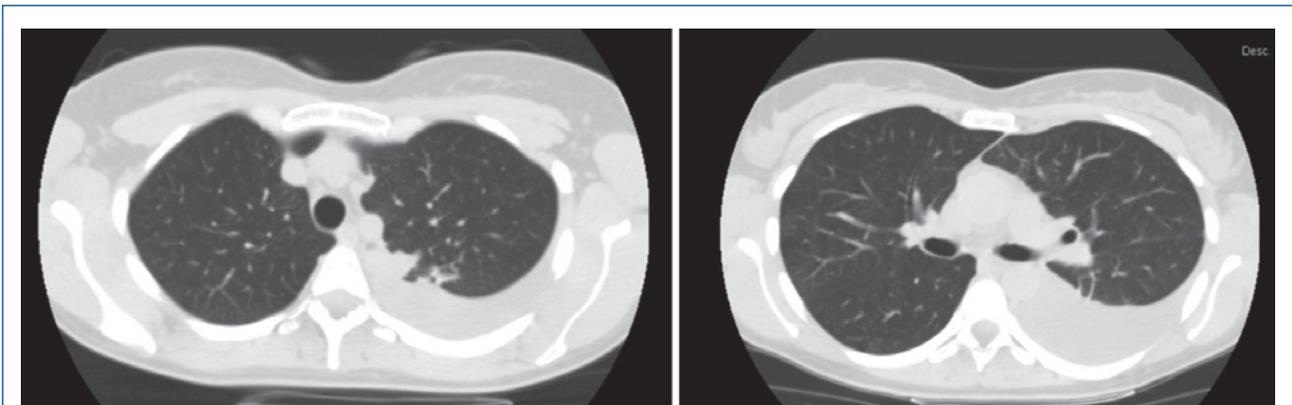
TC torace: versamento pleurico sn con area di piccolo addensamento polmonare in sede dorsale del LSS.
